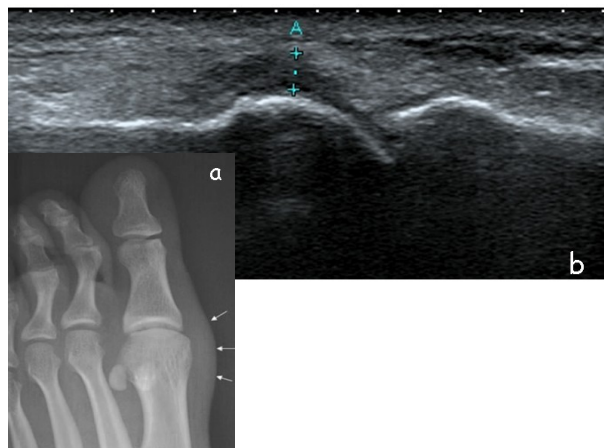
Turf toe syndrome : sur la Radiographie (a) il existe un épaissement des tissus mous sur le versant médial de la MTP. Coupe échographique correspondante (b)
